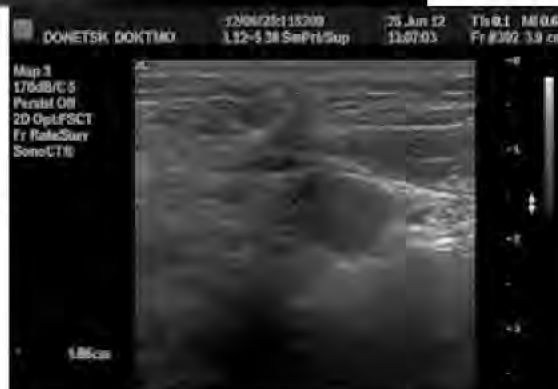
УЗИ органов брюшной полости. Ближе к передней брюшной стенке, у границы париетальной брюшины — 3 солидных округлой формы гипэхогенных образований, расположенных в эпигастрии поперечно, с четкими контурами, однородной структурой.
